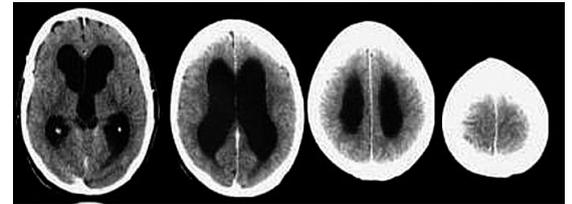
Computertomographie des Gehirns mit erweiterten Hirnwasserräumen bei kaum abgrenzbaren äußeren Liquorräumen.
